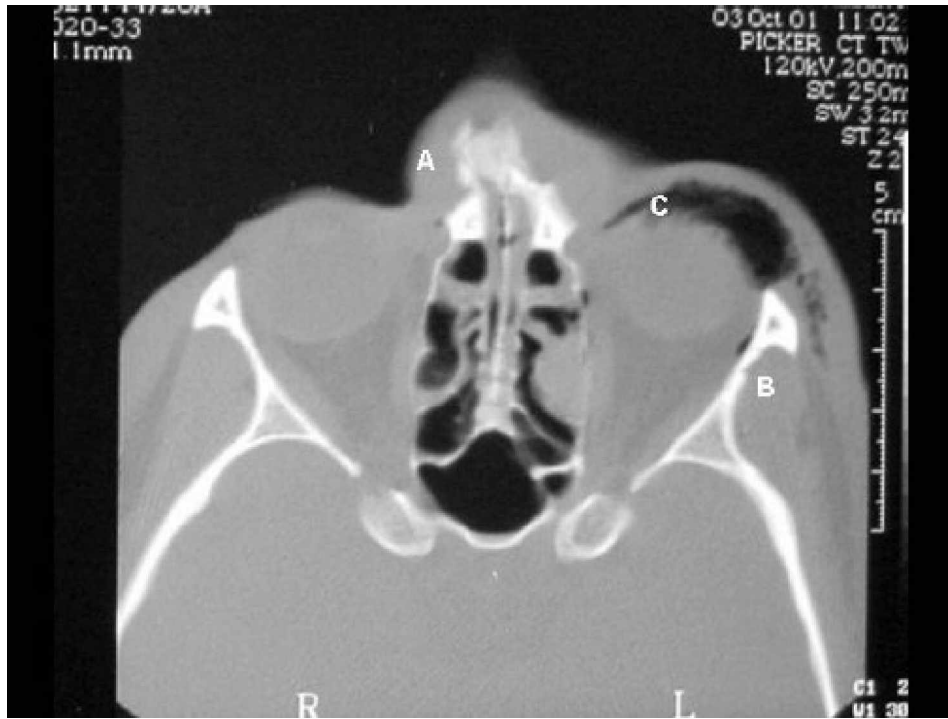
TC de face, corte axial, visível fratura dos ossos nasais com deslocamento para o lado direito (A), fratura da parede lateral de órbita sem deslocamento (B) e significante enfisema no lado esquerdo (C).
